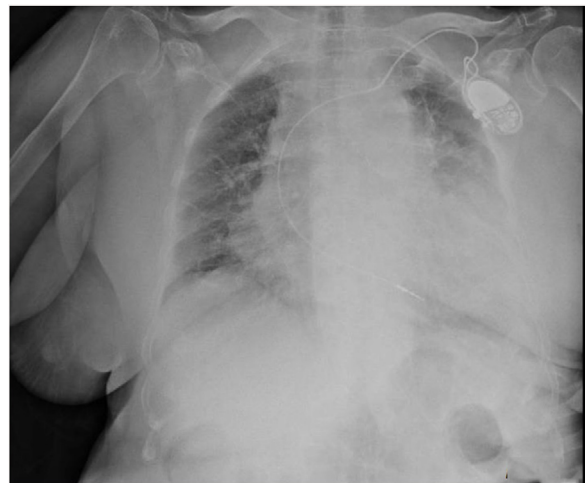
Radiografía de tórax urgente, en la que se evidenciaban unos hilios pulmonares congestivos, un pequeño derrame pulmonar izquierdo e importante cardiomegalia.
